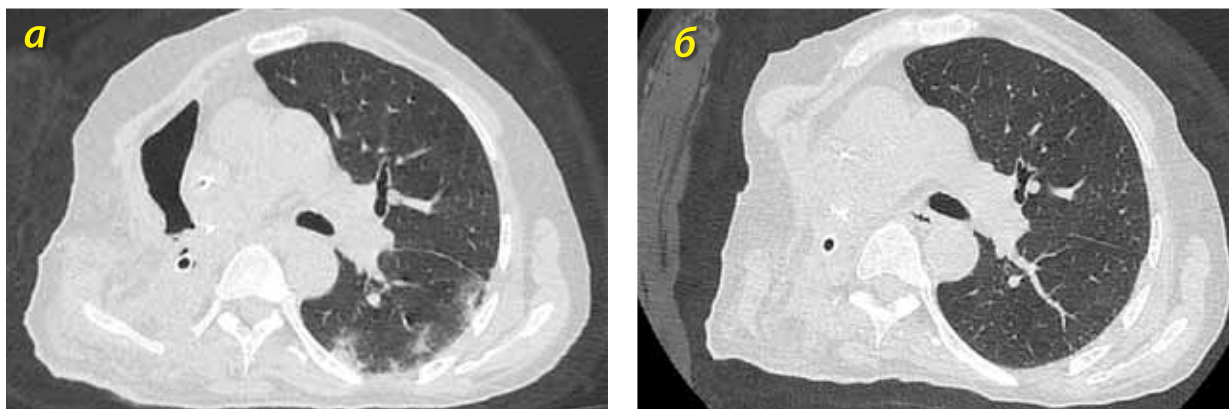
Пациентка А., КТ от 26.04.2020 г. в аксиальной проекции; в нижней доле единственного левого легкого паракостально визуализируются слабовыраженные ретикулярные изменения; практически полное рассасывание участков «матового стекла»; справа – без динамики
